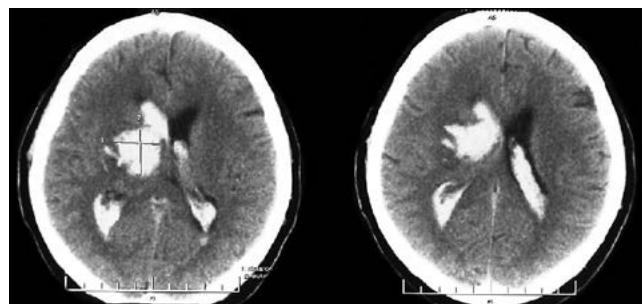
КТ-картина таламической гематомы в правой теменно-височной области с прорывом крови в желудочковую систему
